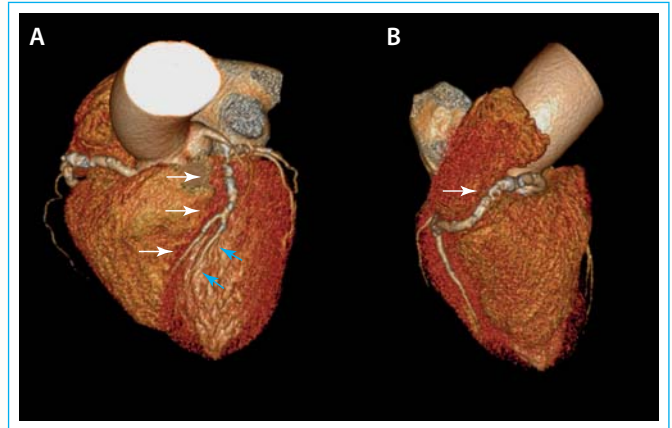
Reconstrucción volumétrica tridimensional de la imagen de la cardio-TC. La imagen inicial (A) permite reconocer la descendente anterior (flechas) como un vaso de buen desarrollo y calibre, y que incluso hay una rama diagonal pontable (flechas azules). La imagen desflecada (B) de la coronaria derecha hace sospechar la presencia de patología
